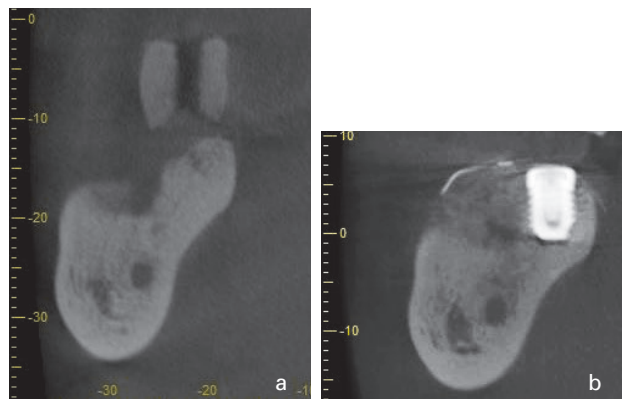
「7」CBCT画像。a: 骨頂から下顎管まで12mmあるが、下顎骨の舌側の陥凹があり、インプラントの埋入スペースは限られている。 b: 6mmの長さのショートインプラントを埋入し頬側の骨欠損部にはTiハニカムメンブレンを用いたGBRを行った。
